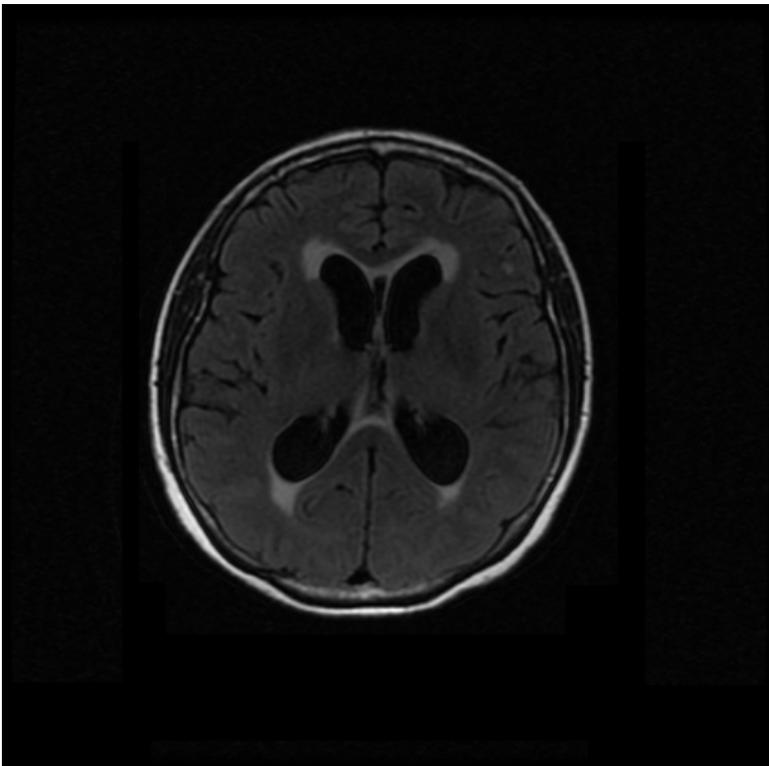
b : Hydrocéphalie secondaire à la métastase cérébelleuse (IRM en coupe axiale FLAIR)
